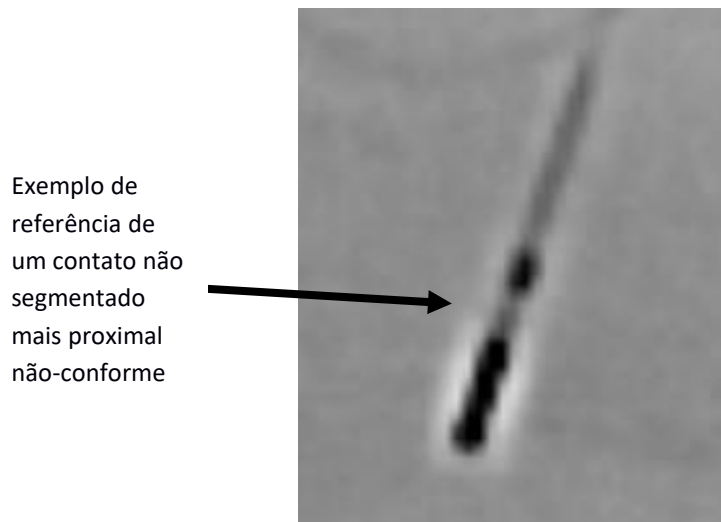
Raio X de escanograma da Tomografia Computadorizada (TC) pós-operatória
